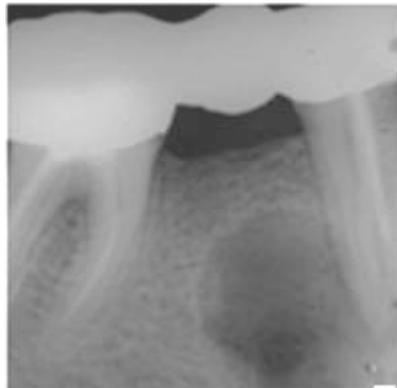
Radiographie représentant un « kyste oublié » (20)
